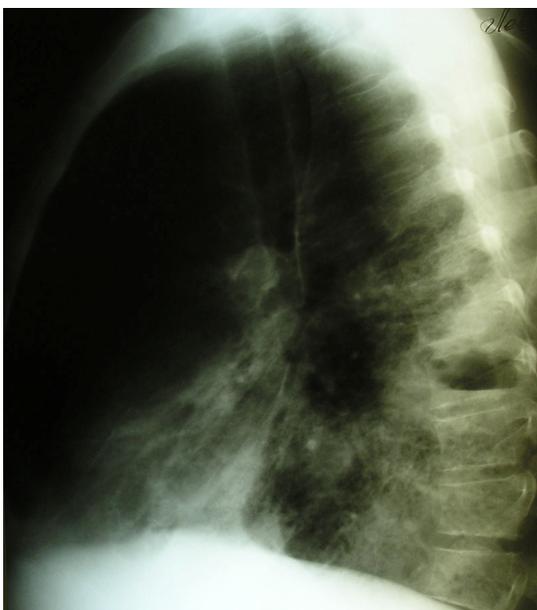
Повторная рентгенография от 15.01. (боковая проекция)
